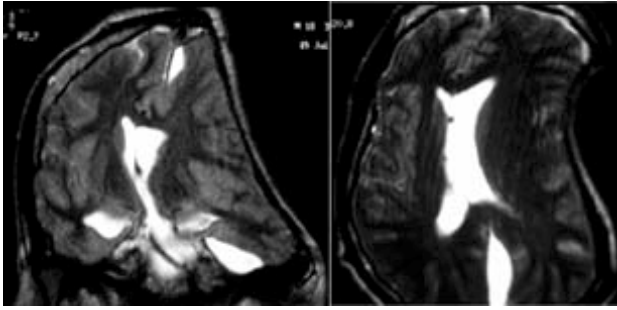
(A y B). IRM. Se observa desplazamiento del sistema ventricular, del hemisferio cerebral izquierdo y de las estructuras de la línea media hacia la derecha, así como un gran defecto óseo.
